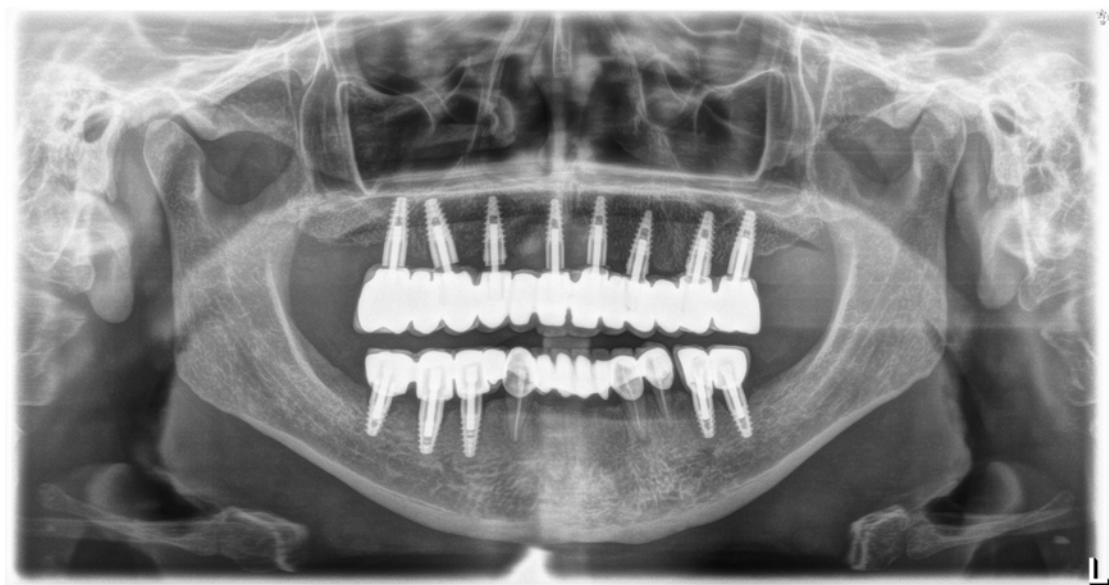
Radiografia panoramike 5 vjet pas implantimit.
